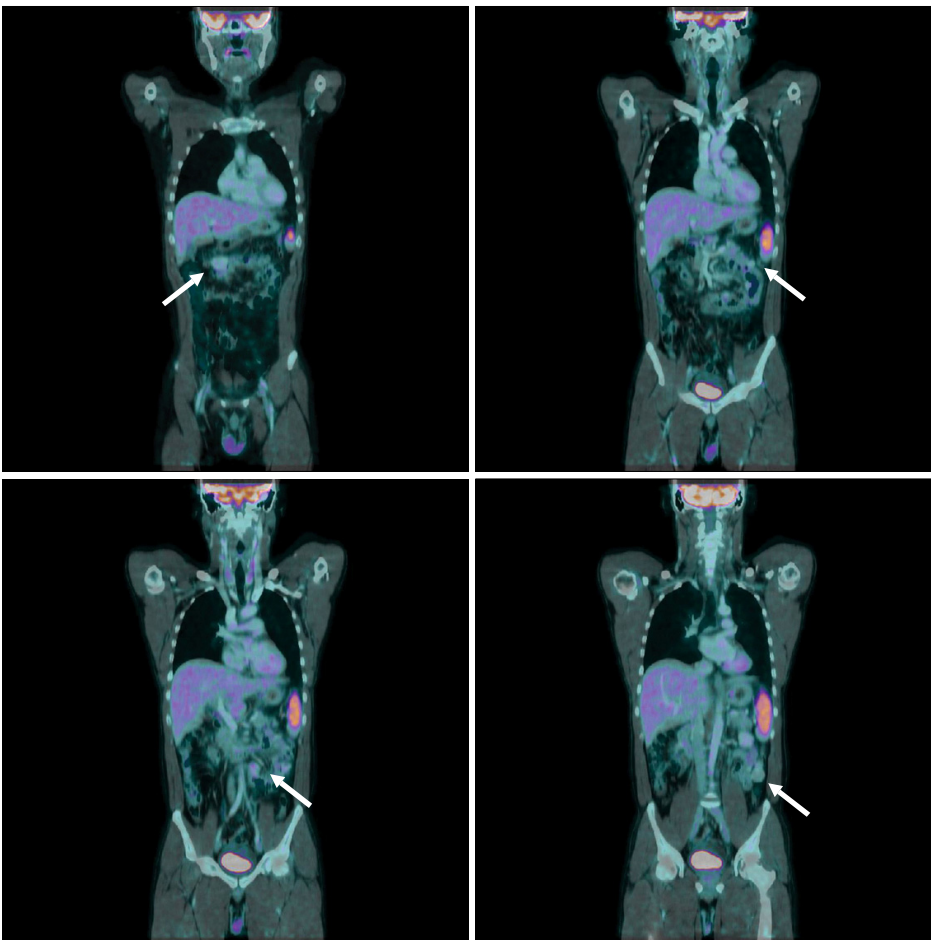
PET-CT demonstrated several enhancing masses with faint to mild increased fluoro-deoxyglucose (FDG) uptake ($SUV_{max}=2.3$) in the small bowel (arrows), and there was no abnormal enlarged lymph node or other lesion with FDG uptake.
